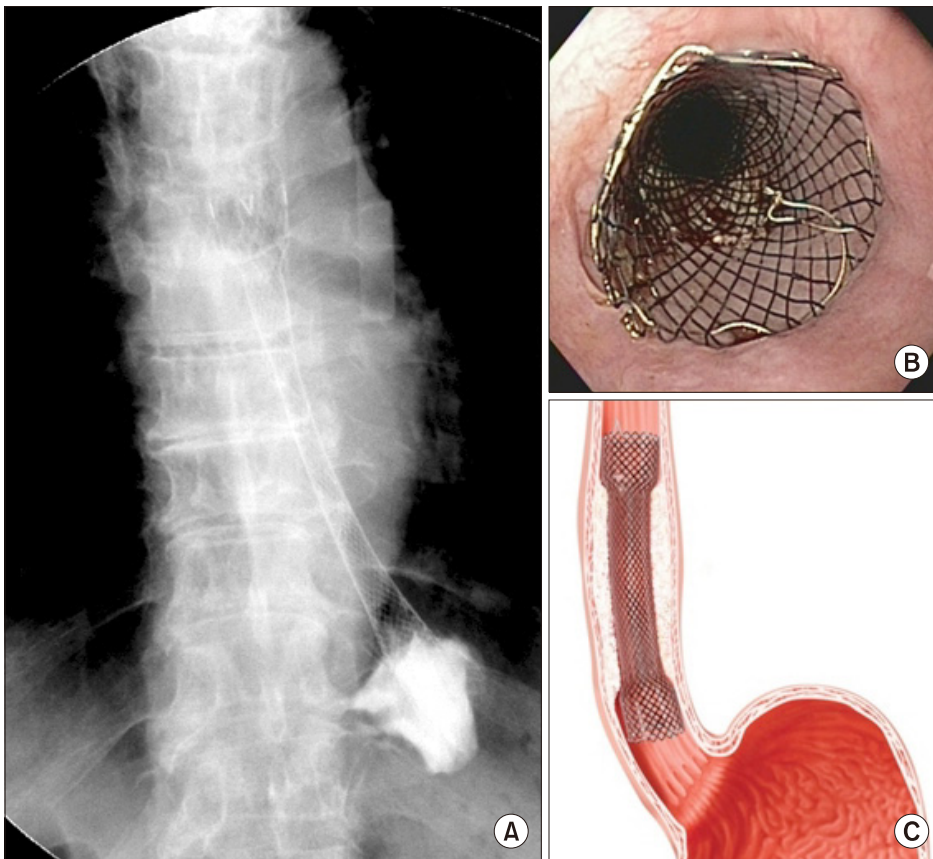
식도 스텐트 삽입술. (A) 방사선 투시 하 스텐트 삽입 이후 X선 사진. (B) 스텐트 삽입 이후 내시경 사진. (C) 식도 스텐트 삽입의 모식도.
